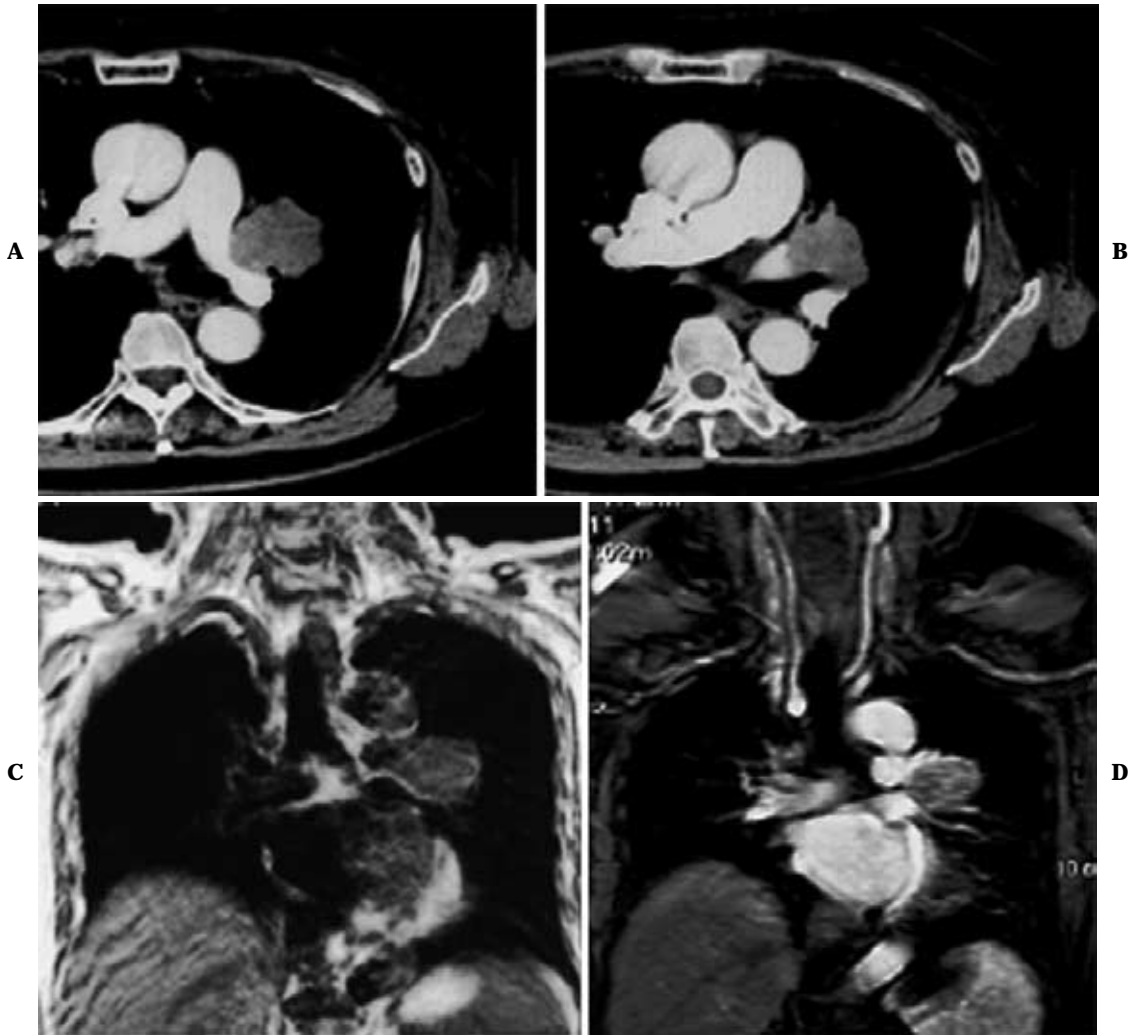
68-year-old female with squamous cell carcinoma in the left upper lobe. A, B. On contrast-enhanced thin-section CT, invasion to pulmonary vein and mediastinum is suspected. C. On T1-weighted coronal image, invasion to pulmonary artery and mediastinum is suspected. D. Contrast-enhanced MR angiography clearly shows invasion to pulmonary artery and vein. However, mediastinal invasion is not observed. After left upper lobectomy, there is no evidence of mediastinal invasion. (Ohno Y, Sugimura K, Hatabu H. MR imaging of lung cancer. *Eur J Radiol.* 2002;44:172-181 より許可を得て転載)
